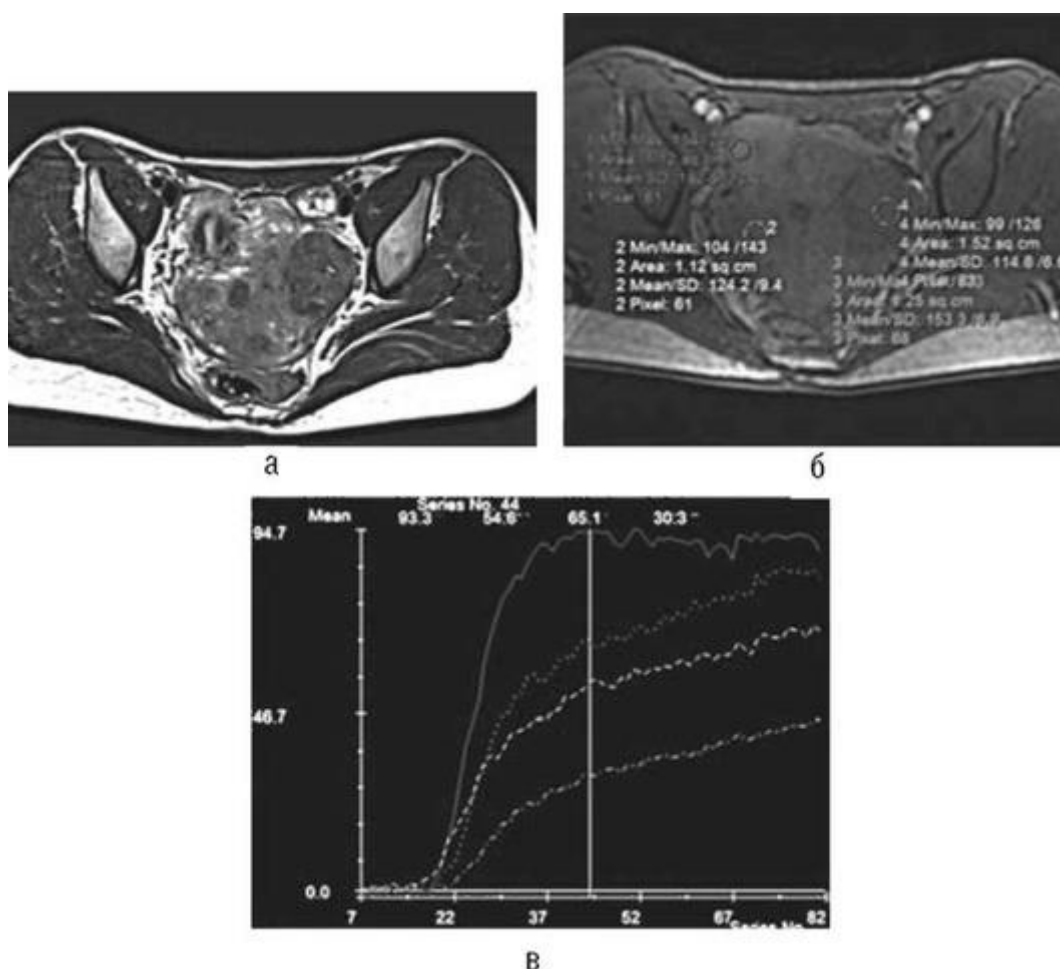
Оценка кинетики препарата в миоматозных узлах: а - T2-взвешенное изображение в аксиальной плоскости. На томограмме определяются множественные интрамурально расположенные миоматозные узлы; б - T1-взвешенное изображение с динамическим контрастным усилением, выделены четыре зоны интереса (1 - неизмененный миометрий, 2-4 - миоматозные узлы); в - кривые кинетики контрастного препарата (2 и 3 - узлы с промежуточной васкуляризацией, 4 - гиповаскулярный узел)
